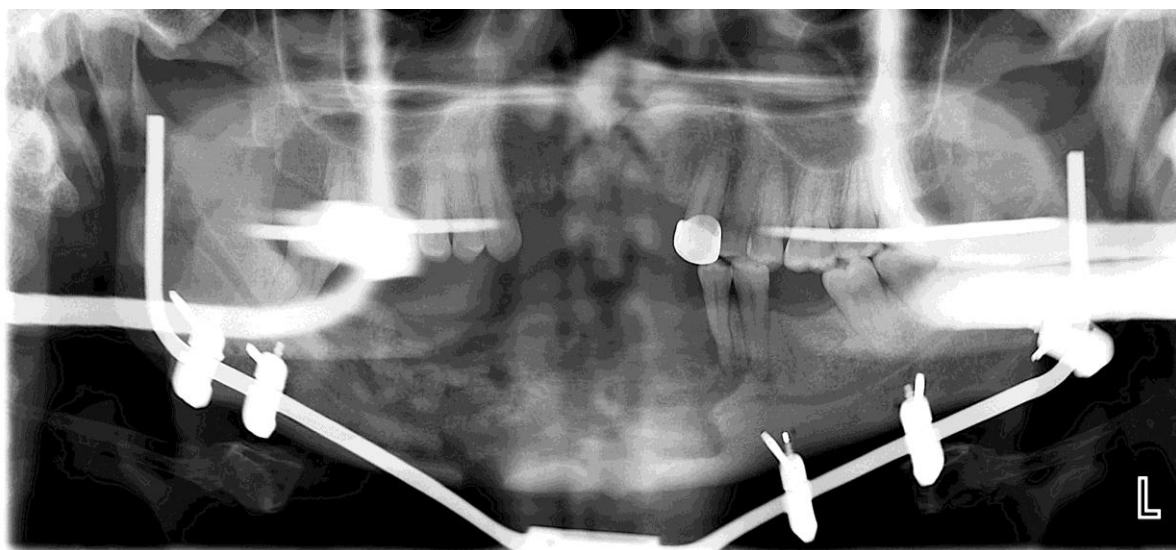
Ортопантомограмма больного В.
